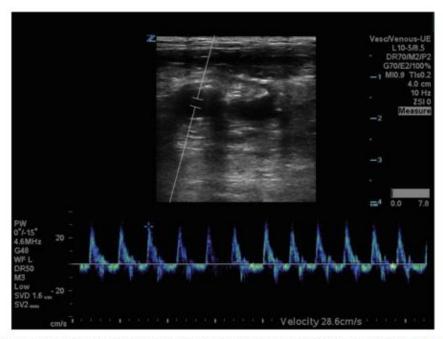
Femoral artery Doppler ultrasound waveform visible with high blood flow (peak systolic velocity of 28.6 cm/ s) at a pulse check.
